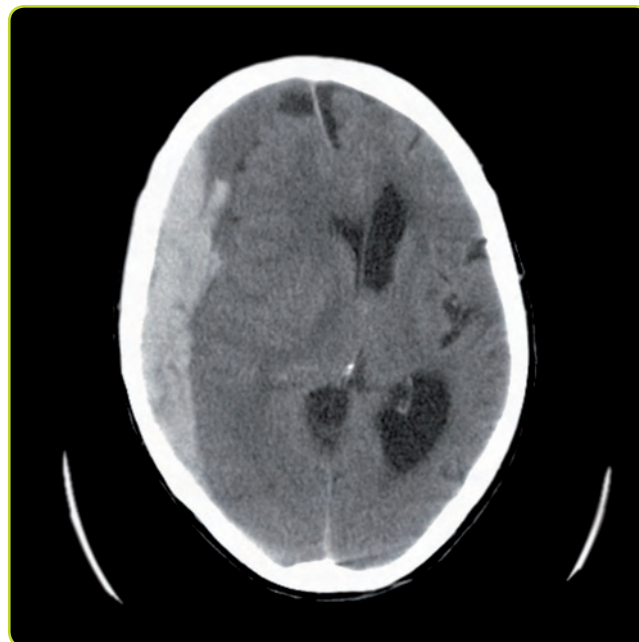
TC craneal. Hematoma subdural agudo derecho. Típica imagen hiperdensa (sangre) con forma de semiluna. Obsérvese el desplazamiento de la línea media y la herniación subfalcial.
